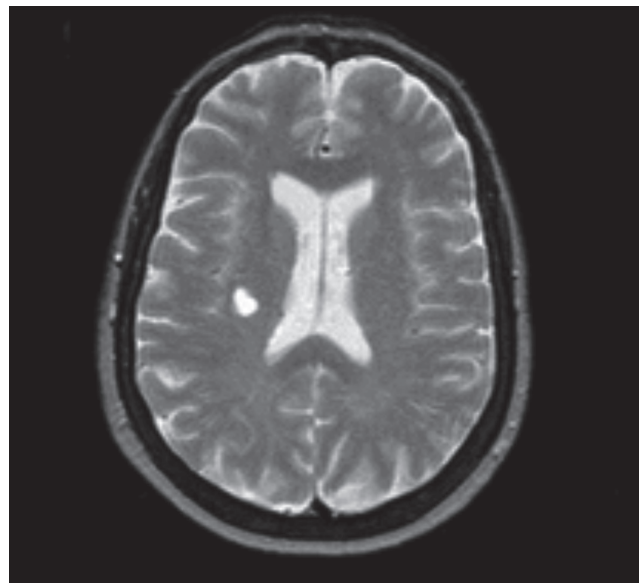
Risonanza magnetica (RM) cerebrale (agosto 2016).
